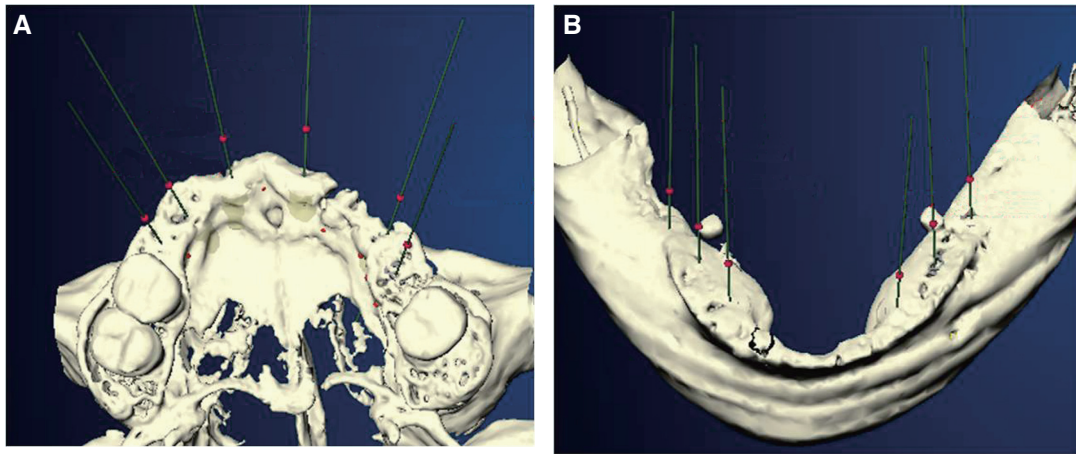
3-dimensional CT images. (A) Maxilla, (B) Mandible.
